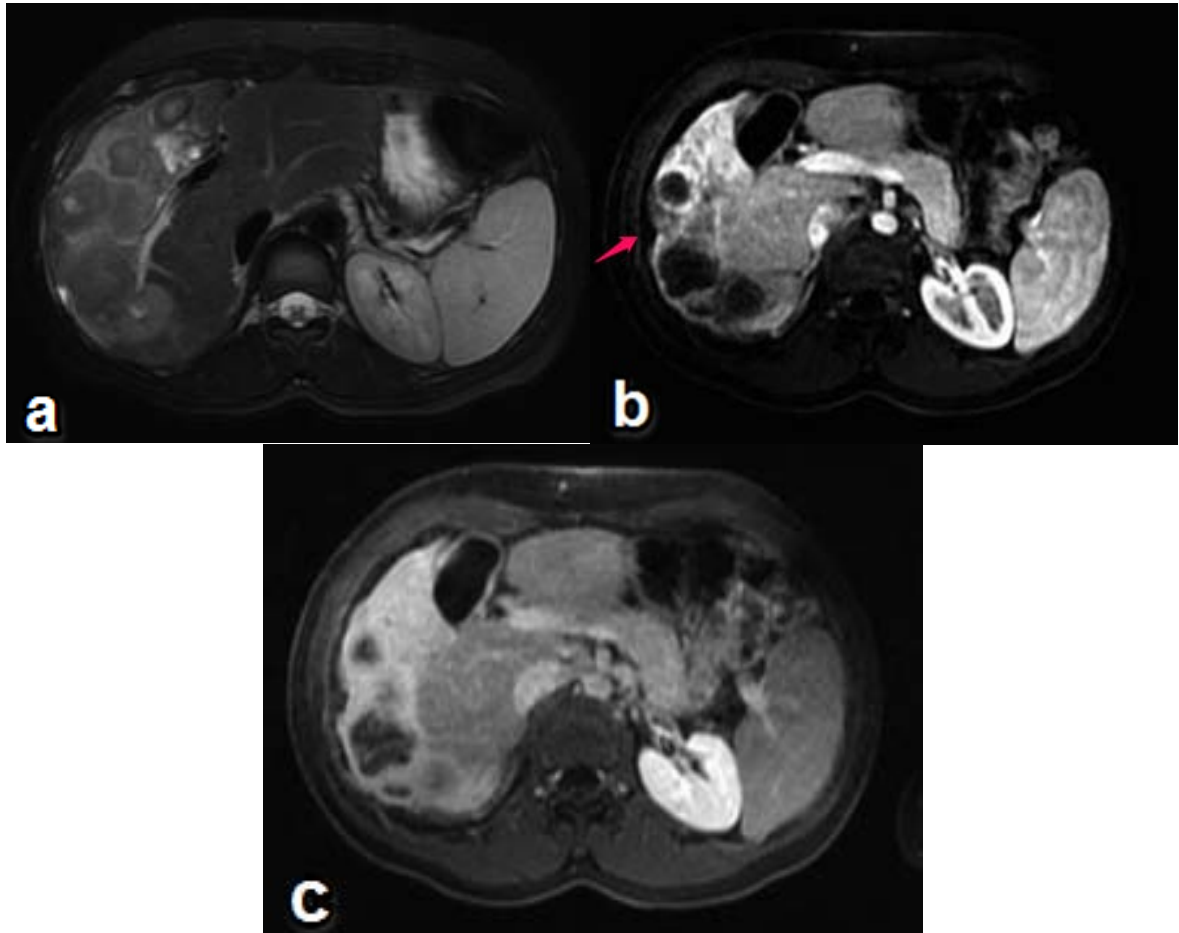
IRM hépatique chez une fille de 16 ans diagnostiquée de HEE [50].
